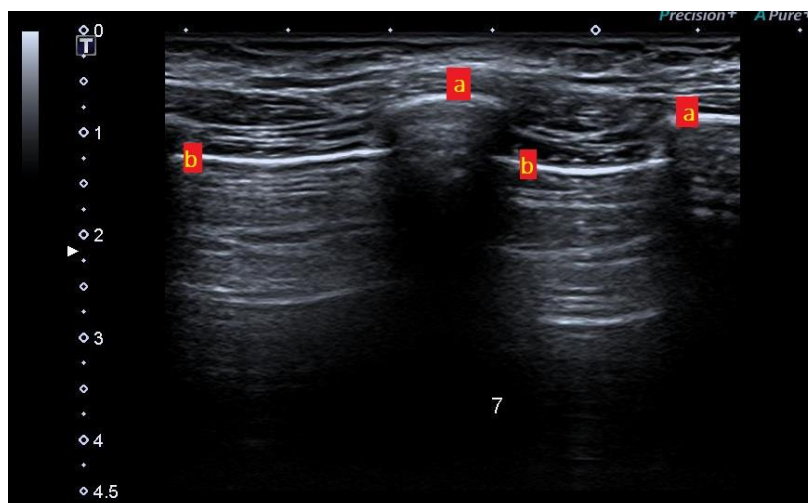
Ultrassonografia de tórax de um paciente do estudo. Onde, “a” indica costelas com sombra acústica posterior e “b” linha pleural.
